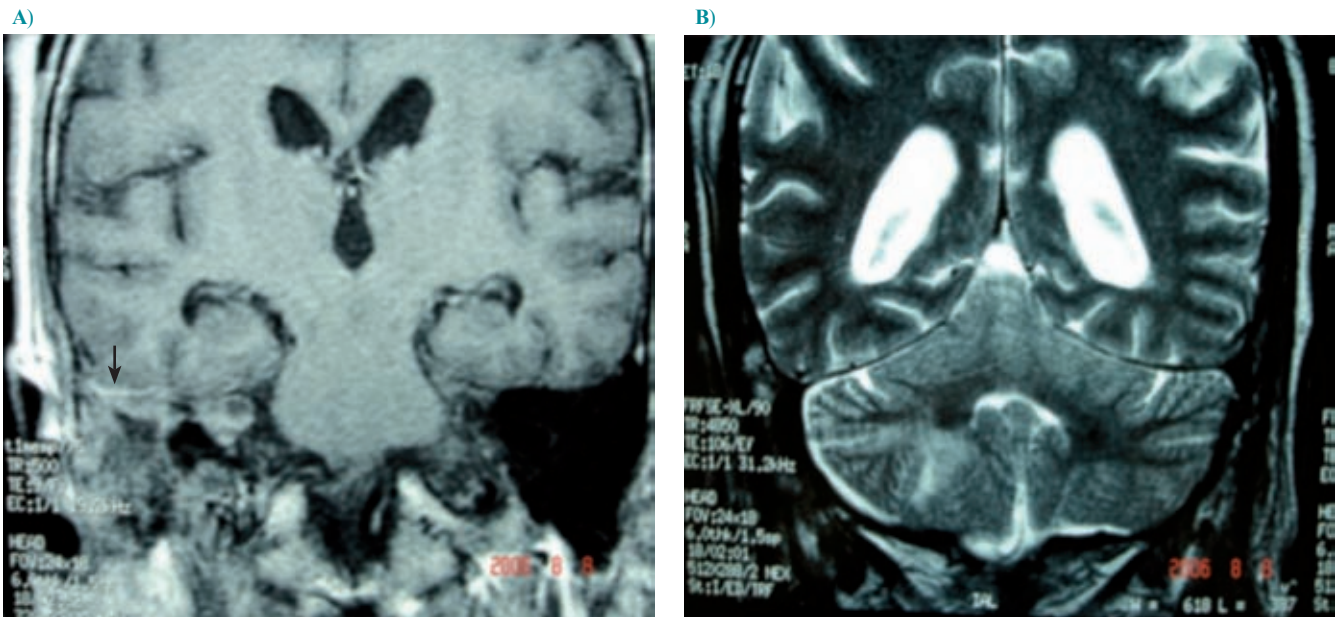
Resonancia magnética de control. A) En la secuencia T1 puede apreciarse la ausencia de absceso en la fosa posterior derecha, un engrosamiento de la duramadre (flecha) y la afección ótica del oído derecho. B) En la secuencia T2 se corroboran los hallazgos previamente descritos.
